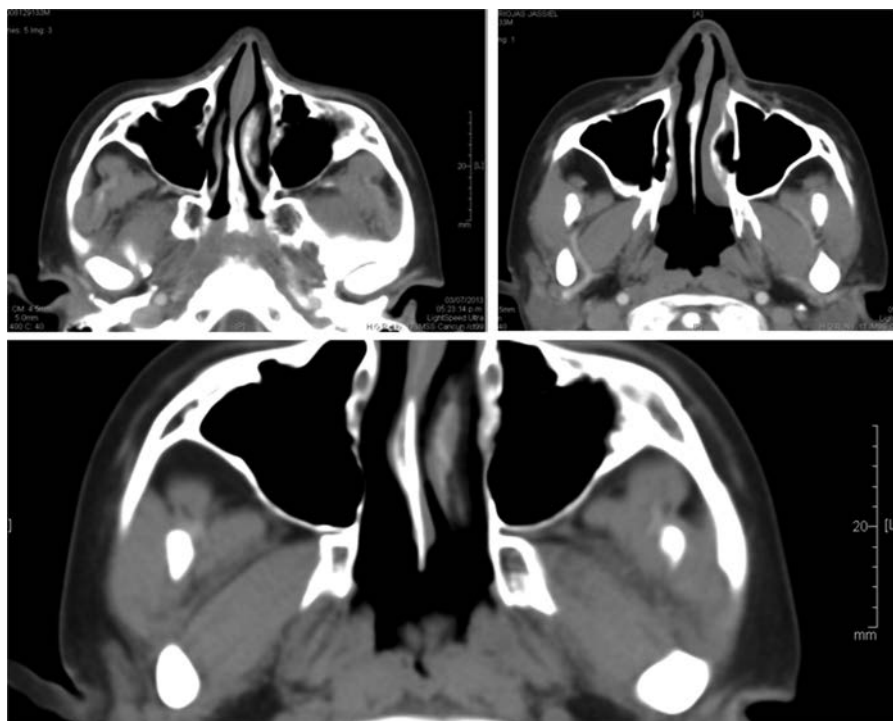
Tomografía axial computarizada evolutiva sin datos de lesión 7 años después.
